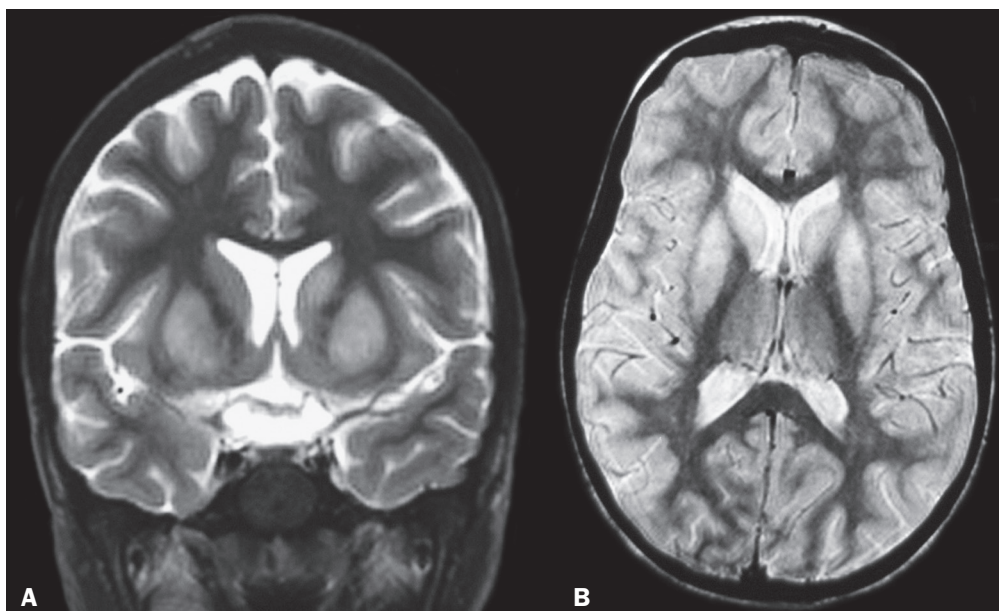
MRI of the brain showing hyperintense lesions in the caudate nuclei and putamen. A: Coronal T2-weighted sequence. B: Axial proton density-weighted sequence.
